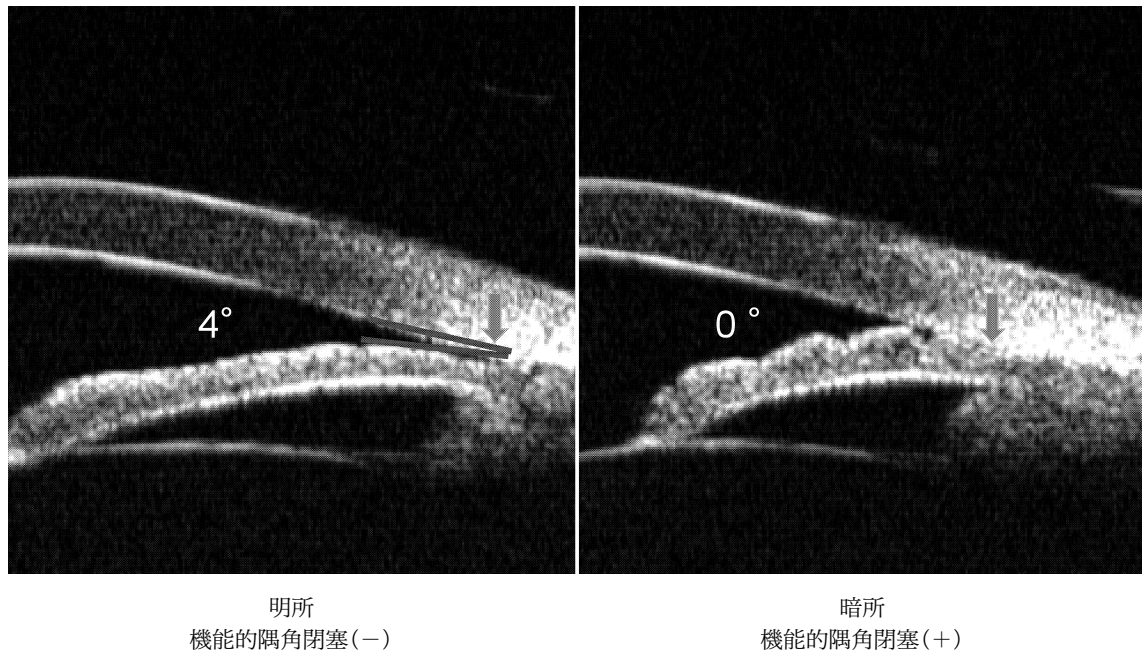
73 歳女性，左眼上側の隅角の超音波生体顕微鏡画像。
